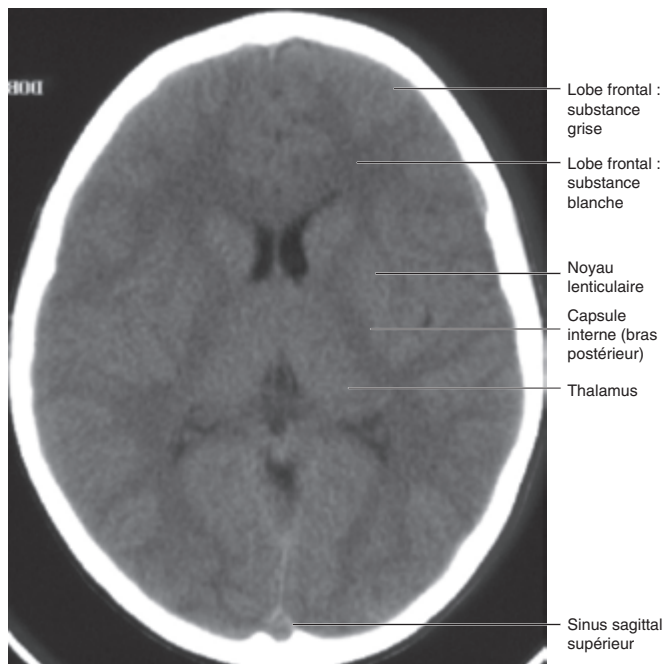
TDM, coupe transversale médiane du cerveau.
